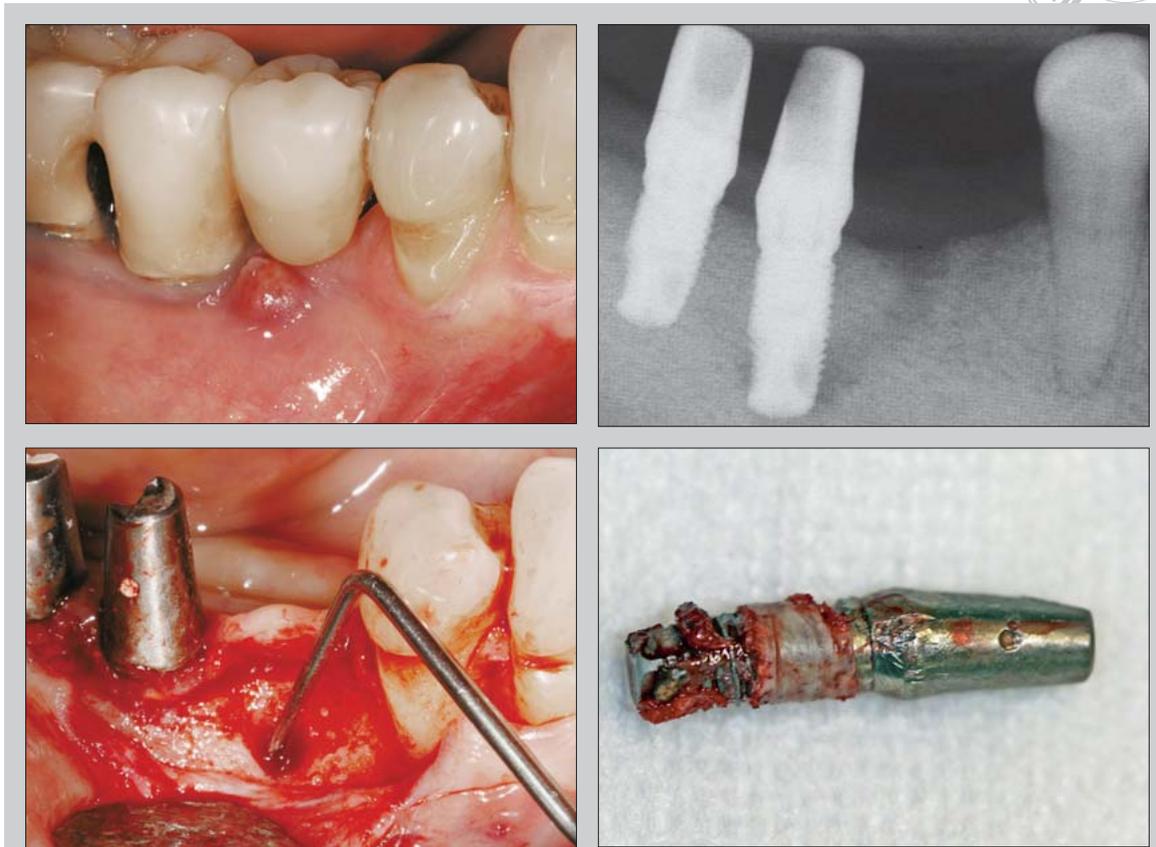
Wenn die Fistel bis in implantatfernen Knochen reicht, muss oft viel Knochen geopfert werden, um das Granulationsgewebe vollständig beseitigen zu können. Das Röntgenbild zeigt einen Fistelgang sowie eine apikale periimplantäre Läsion. In einem solchen Fall von apikaler Periimplantitis ist das Implantat zu entfernen.
